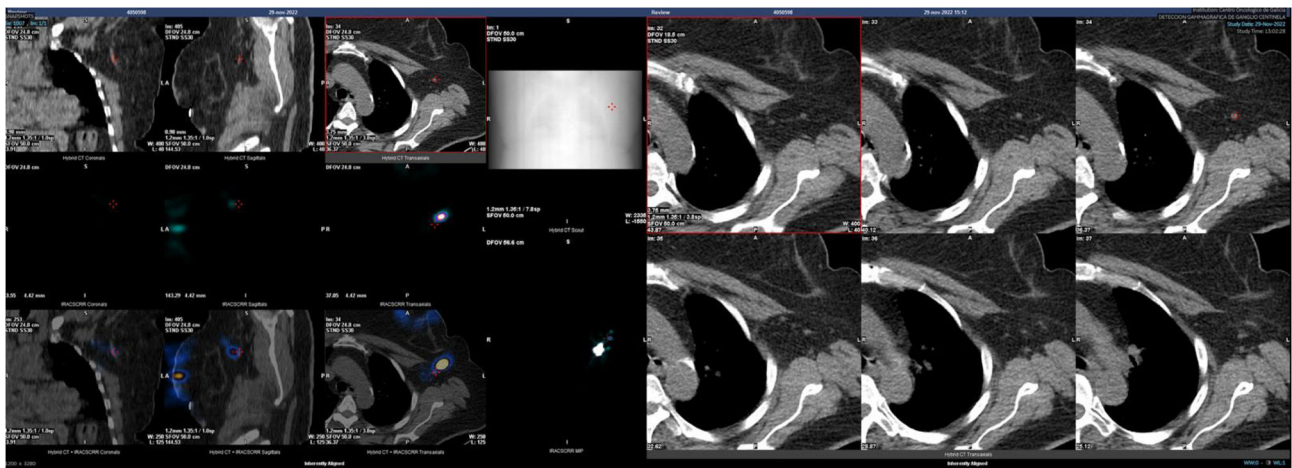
Detección de ganglio centinela (gammagrafía y SPECT/CT).
